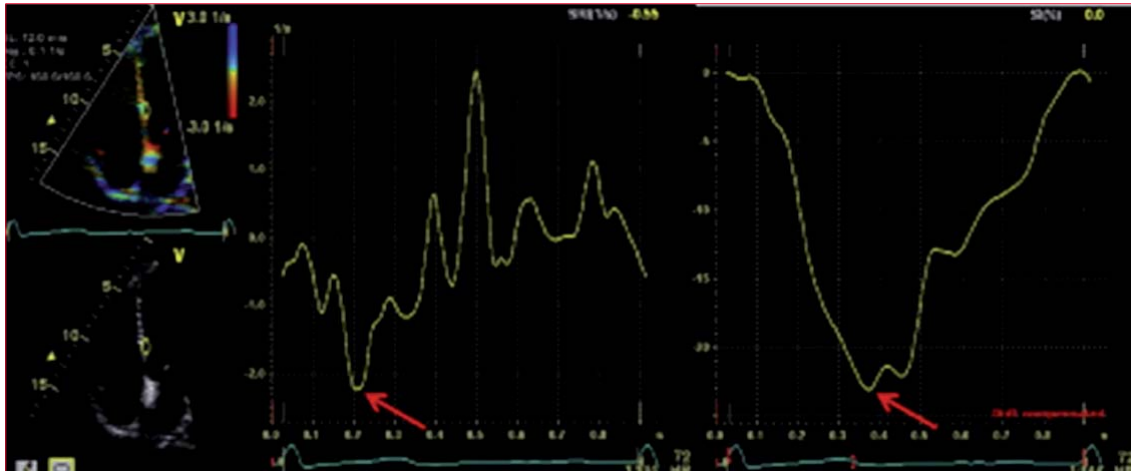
Medida de *strain* por Doppler tisular<sup>(18)</sup>.
